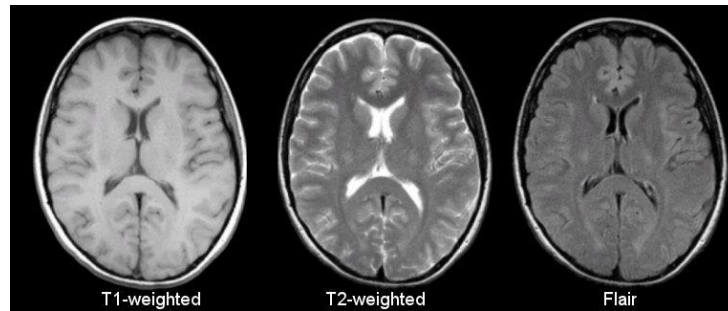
Comparació entre vistes axials d'imatges potenciades T1, potenciades T2 i FLAIR (d'esquerra a dreta). Aquestes permeten veure la diferencia de contrast entre seqüències de ressonància magnètica de diferents teixits cerebrals [40].
